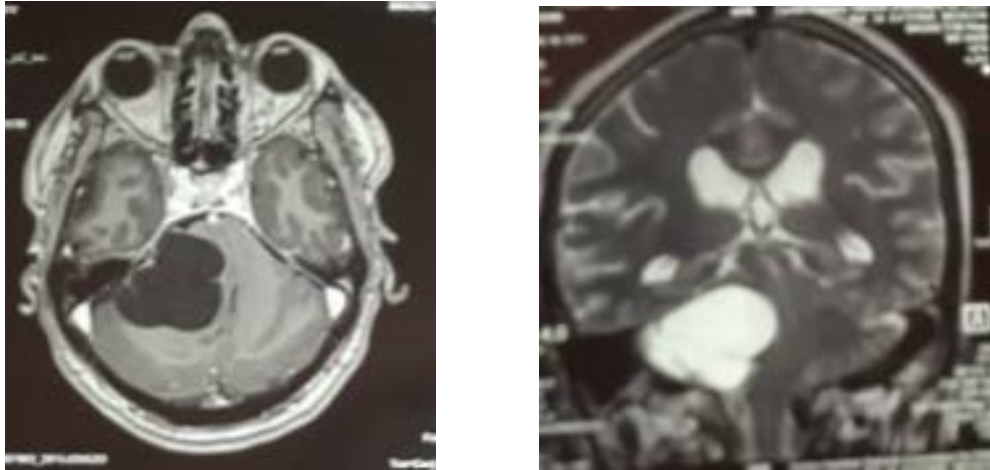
Aspect IRM de kyste épidermoïde.
